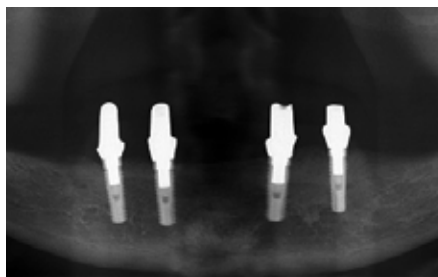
Röntgenologische Kontrolle 2 Wochen nach Implantatinsertion.
